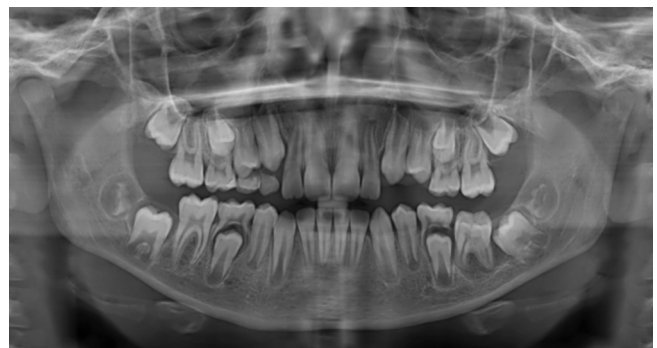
Radiografía panorámica. Se observa el diente 3.6 semi-incluido, en posición vertical, con inclinación vestibulo-lingual, con presencia de una imagen radiolúcida de límites definidos sobrepoyectada con sus raíces mesial y distal, limitada caudalmente por una cortical radiopaca de concavidad superior.
